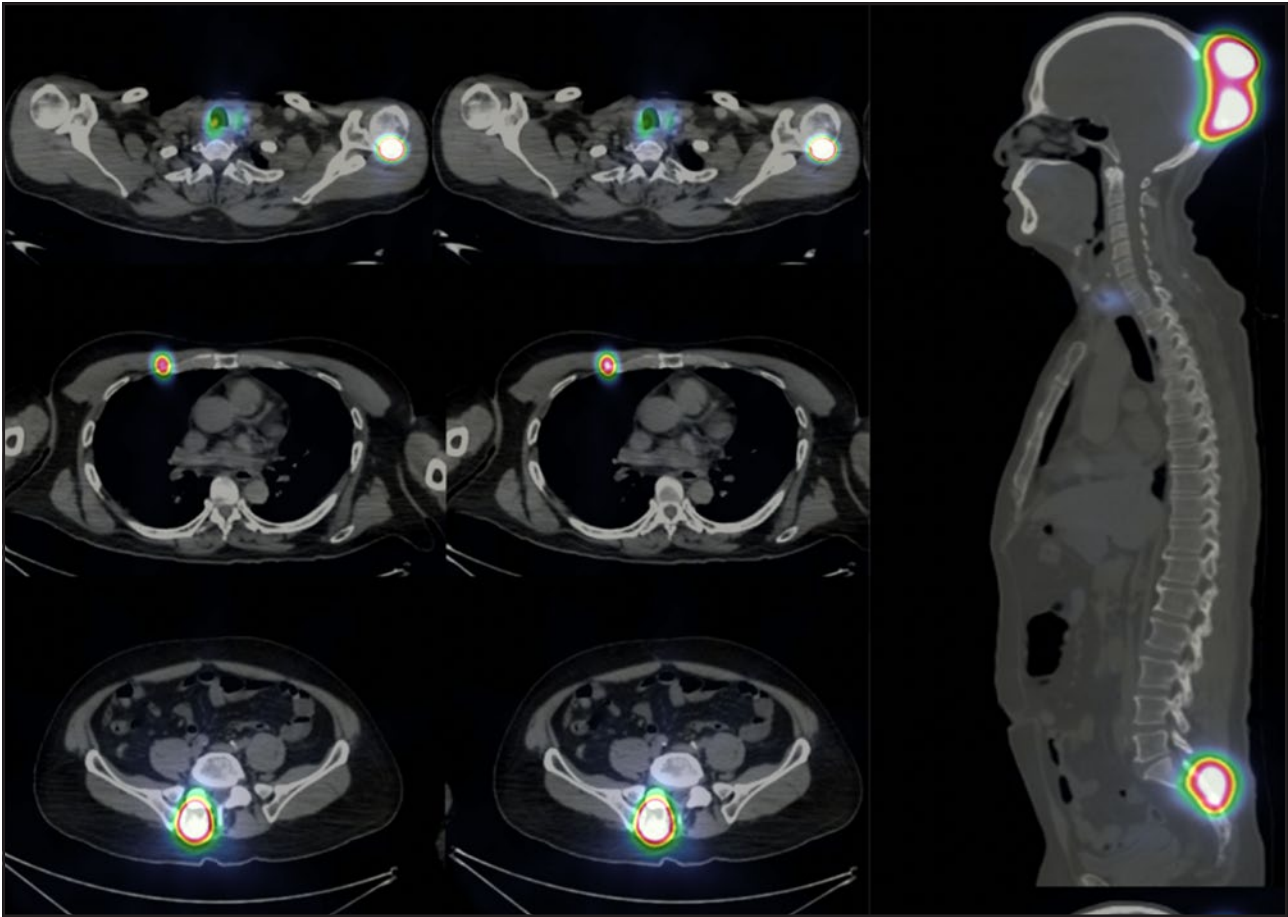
Tomografía simple con fines de fusión SPECT-CT con captación de radioyodo en tejido tiroideo residual, lesión lítica expansiva en cráneo y sacro derecho. SPECT-CT: tomografía por emisión de fotón único-tomografía computarizada.
